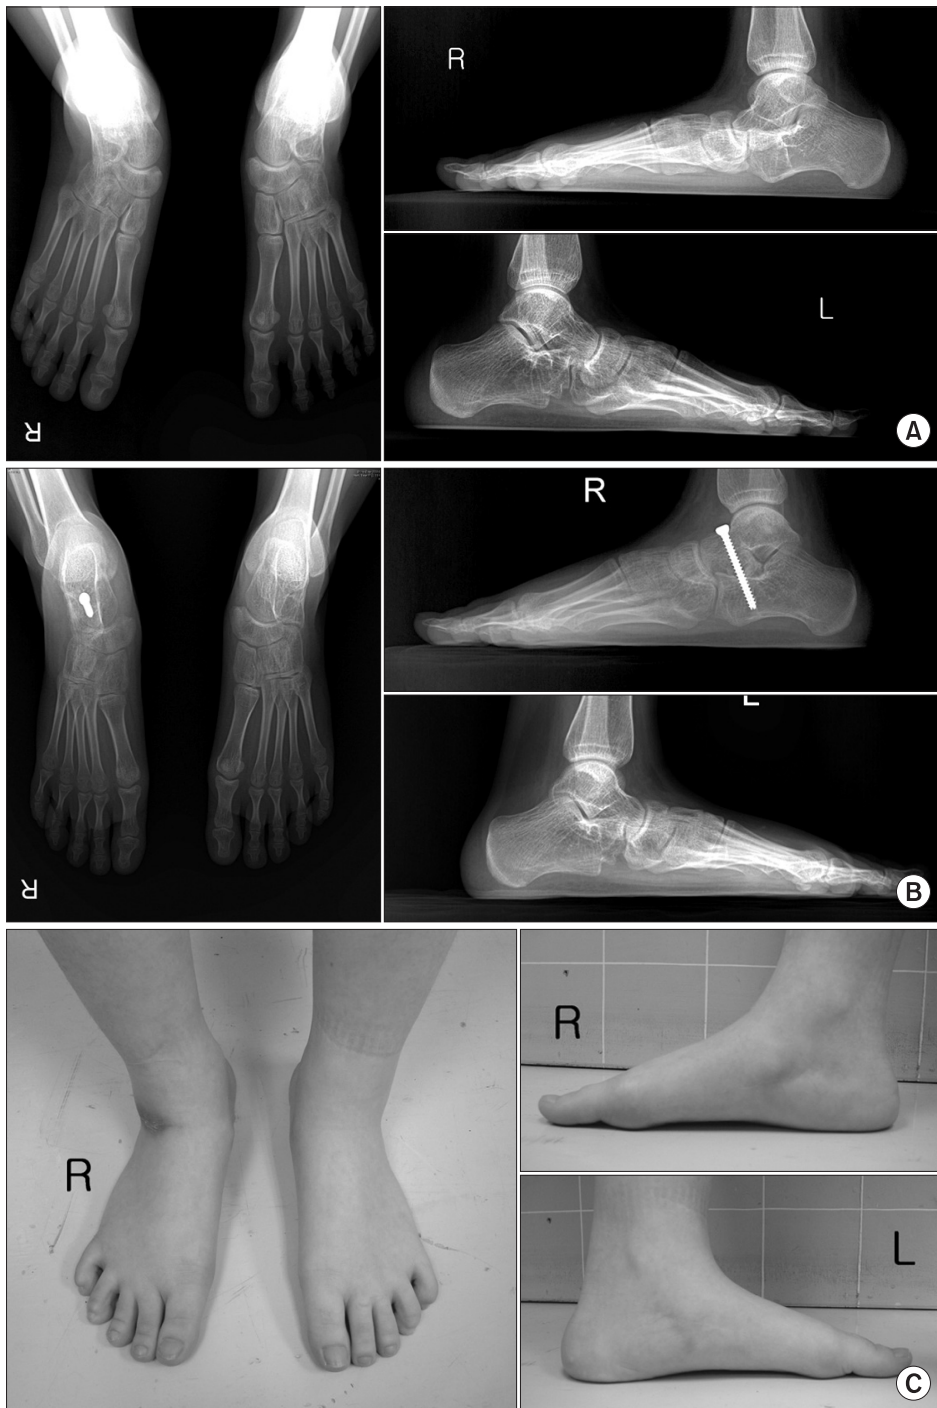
(A) A ten-year-old girl underwent calcaneal lengthening osteotomy 5 years ago. Although radiographs of the left foot show acceptable findings, those of the right foot show loss of reduction and increased anteroposterior and lateral talo-1st metatarsal angle. (B) These radiographs show the decreased anteroposterior and lateral talo-1st metatarsal angle and improved alignment after extra-articular subtalar arthrodesis for the right foot. (C) Although the clinical scores were not excellent, clinical photographs of the patient show acceptable appearances.
